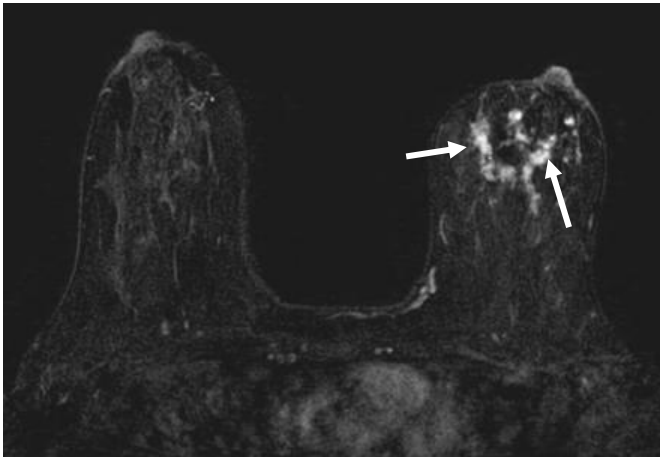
МРТ молочных желез. T1 ВИ с подавлением жира и контрастированием гадолинием. Определяется мультицентрический рак молочной железы в виде неправильной формы с неровными контурами множественных гиперинтенсивных образований в молочной железе (стрелки)
